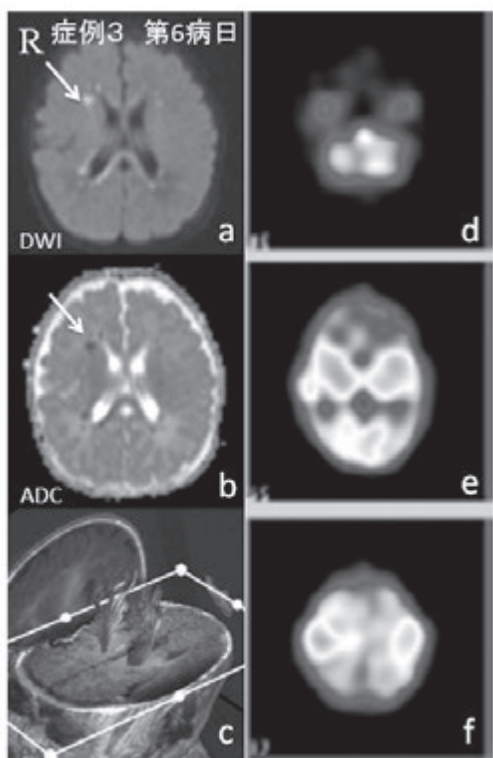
パレコウイルス脳炎 (症例3) の頭部MRI (a、b)、tractography (c)、ECD-SPECT (d-f)
